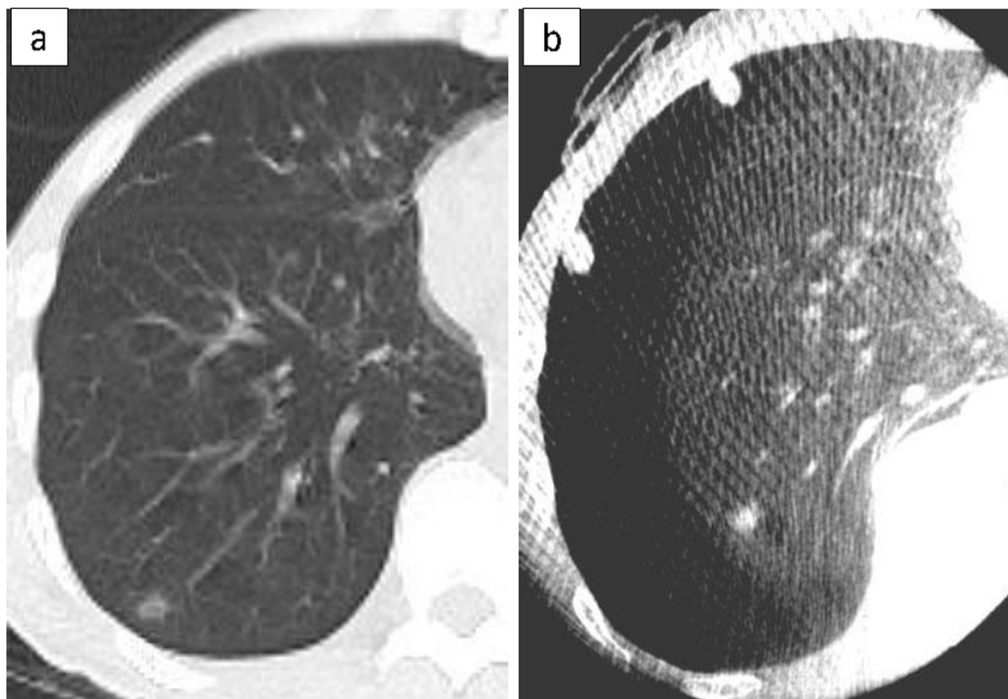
a) Un cliché TDM en préopératoire montrant un nodule en verre dépoli, de 14 mm de diamètre, avec une petite partie solide dans le lobe supérieur gauche.
